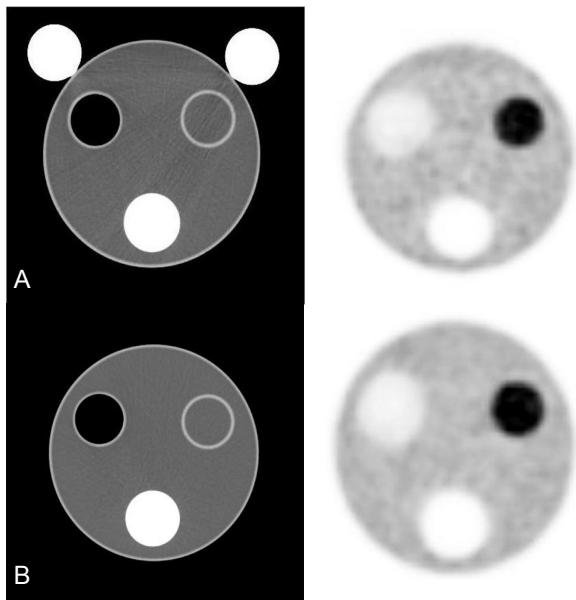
(A, B) In CT image with arm down position, streak line is appeared around Teflon insert. whereas arm up position is applied, streak line does not exist.
